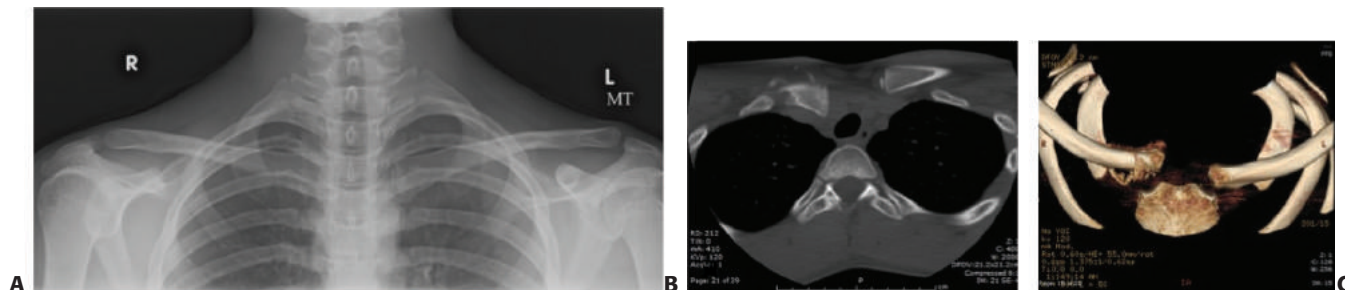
A: La vista AP de ambas clavículas no muestra ninguna anomalía obvia. B: La tomografía computarizada 4 semanas después muestra fractura de clavícula con desplazamiento posterior, se aprecia más completamente en la reconstrucción tridimensional (C). (Usado con permiso de Children's Orthopaedic Center, Los Angeles).
